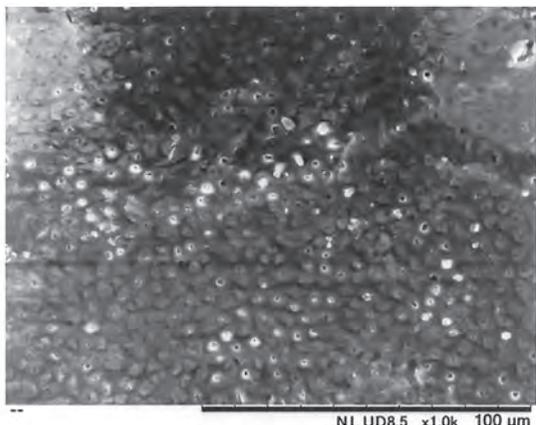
超音波とEDTAを使用して洗浄後の根中央部の走査電子顕微鏡の写真
